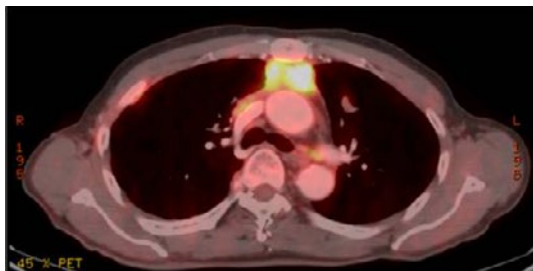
FDG-PET/CT. 前縦隔に広がる腫瘍性病変を認め、強い集積亢進 (SUVmax 6.88) を伴う。右胸膜には無数に胸膜肥厚がみられ、右肺 S8 と左肺 S3 の結節に一致して集積亢進を認める。肝、骨に異常集積は認めない。
